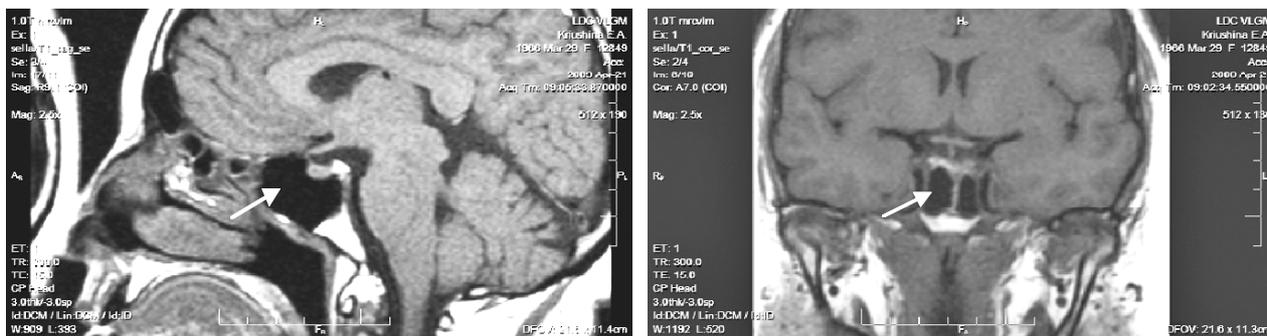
МР-томограммы головного мозга больной Е. через 7 мес. лечения
